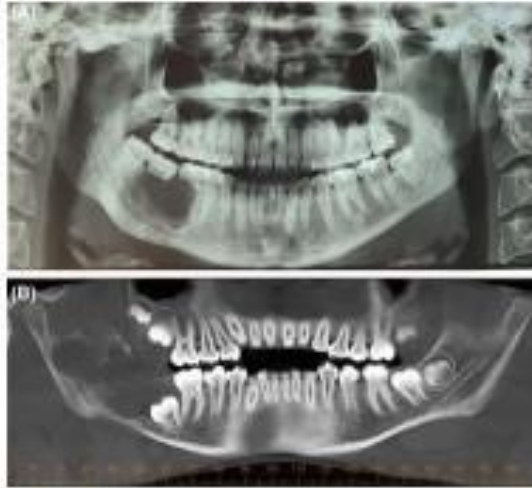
Radiologic aspects of unicystic ameloblastoma (UAM): (A) Radiographic appearance of a multilocular radiolucent UAM (case 8) with root resorption of teeth #46 and #47. (B) Computerized tomography (CT) scan of a unilocular UAM (case 5) showing a hypodense well-defined image associated with the #47 impacted tooth that was also displaced by the tumor.
